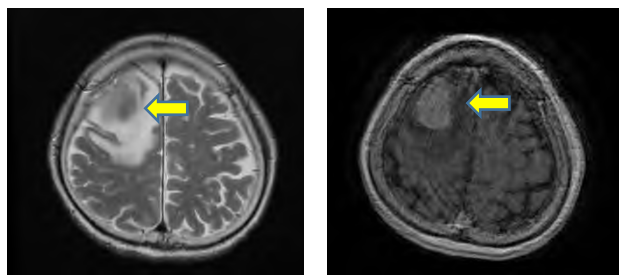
頭部 MRI (左から T2F、造影) (患者 3)
